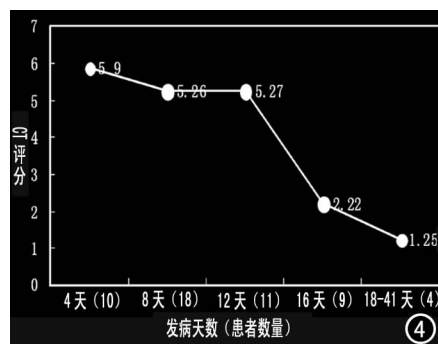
10 例甲型 H1N1 流感肺炎患者 CT 评分的动态变化。图 5 10 例甲型 H1N1 流感肺炎患者治疗后病毒载量动态变化。图 6 8 例孕产妇和基础疾病患者首次病毒载量与 CT 评分。
